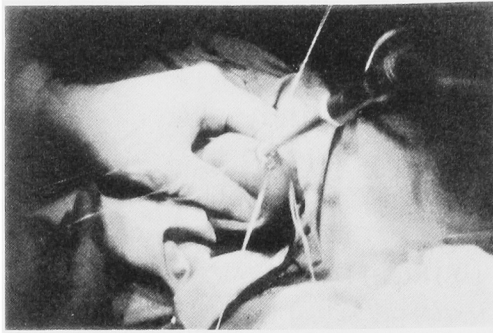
Photograph shows subcapsular orchiectomy using the ultrasonic surgical aspirator.
